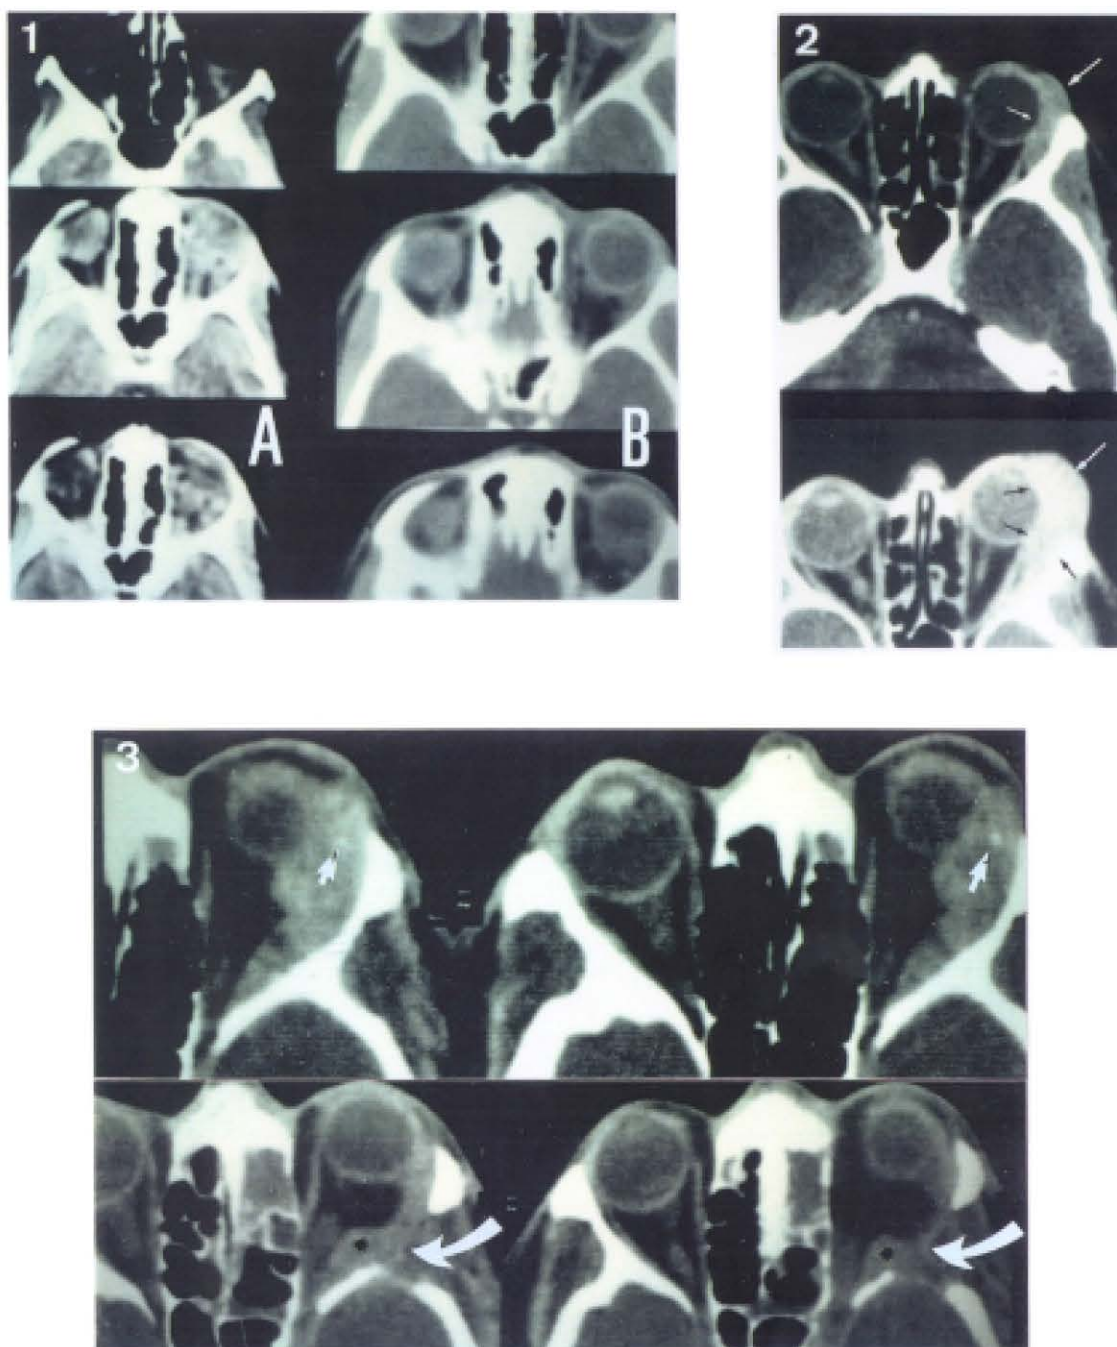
Seguimiento y evaluación terapéutica por TC.
